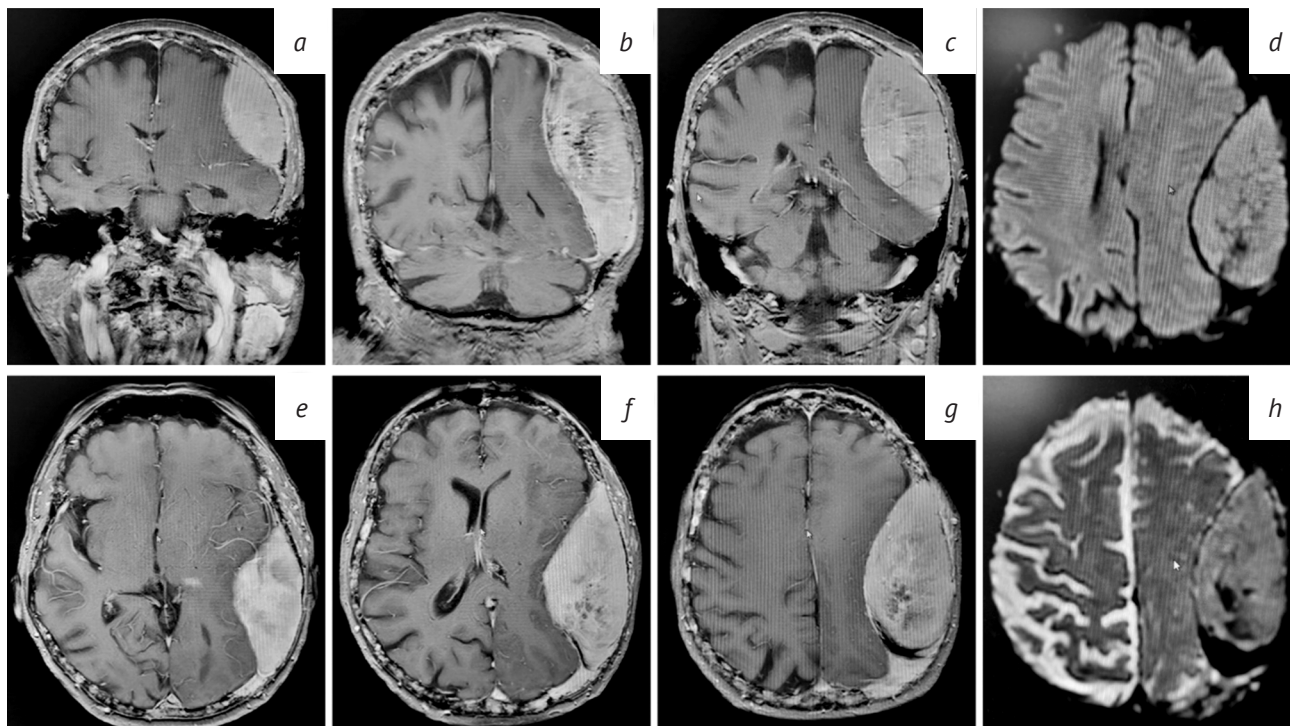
Результаты магнитно-резонансной томографии головного мозга:
